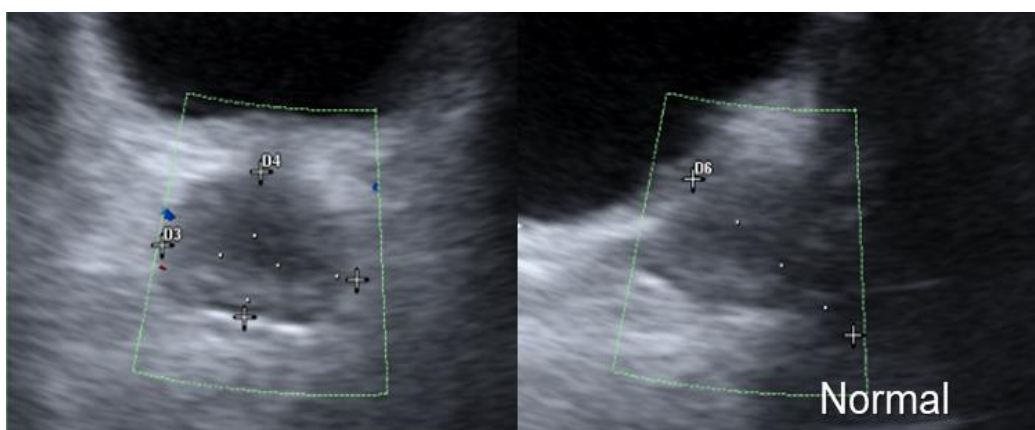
Imagen de ultrasonido prostático en con Doppler color, donde se encuentra señalizada la próstata con sus medidas anteroposterior, transversal y cráneo-caudal, con volumen inferior a 20cc.
